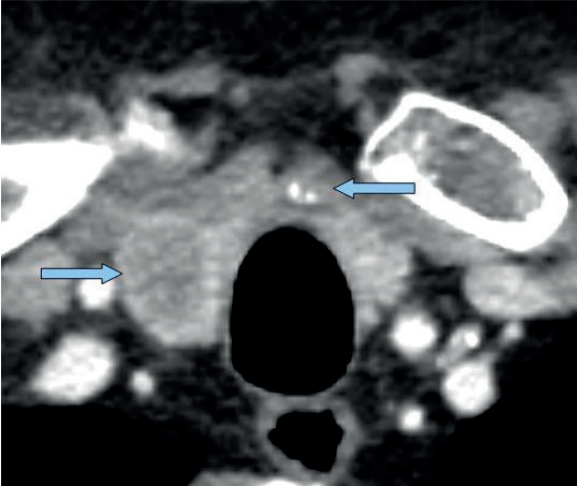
Kontrastlı boyun bilgisayarlı tomografide aksiyal kesitte sol alt polde hiperdens nodül (papiller tiroid kanseri)
